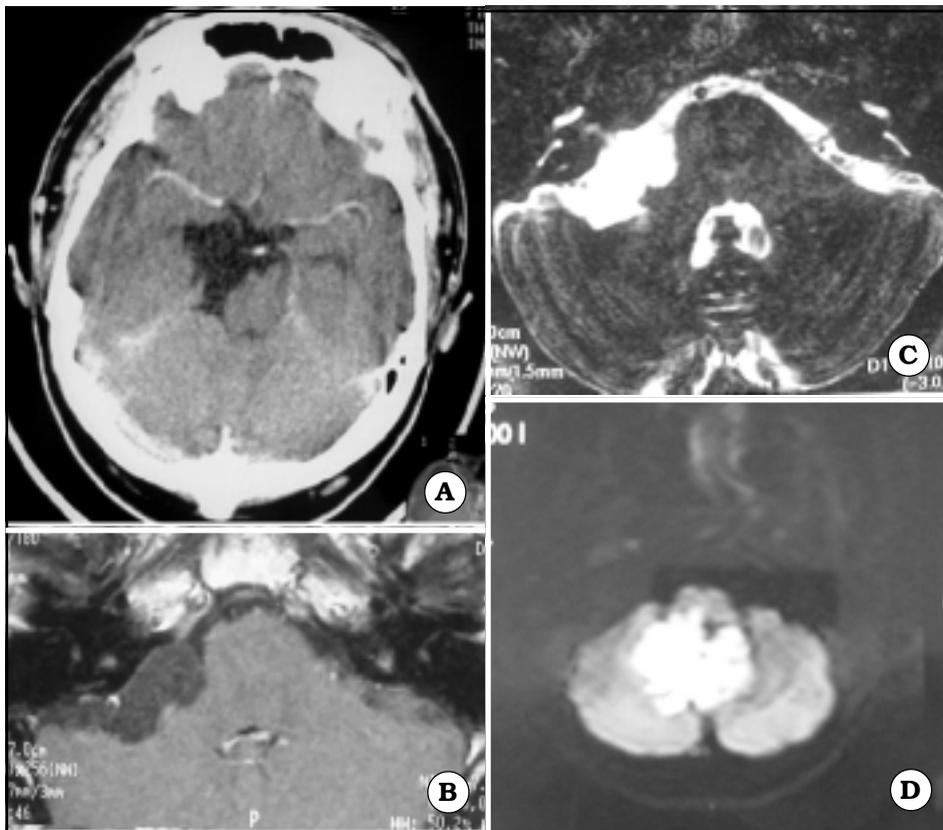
A. TAC. B. IRM en T1. C. IRM en T2. D. IRM DWI.
